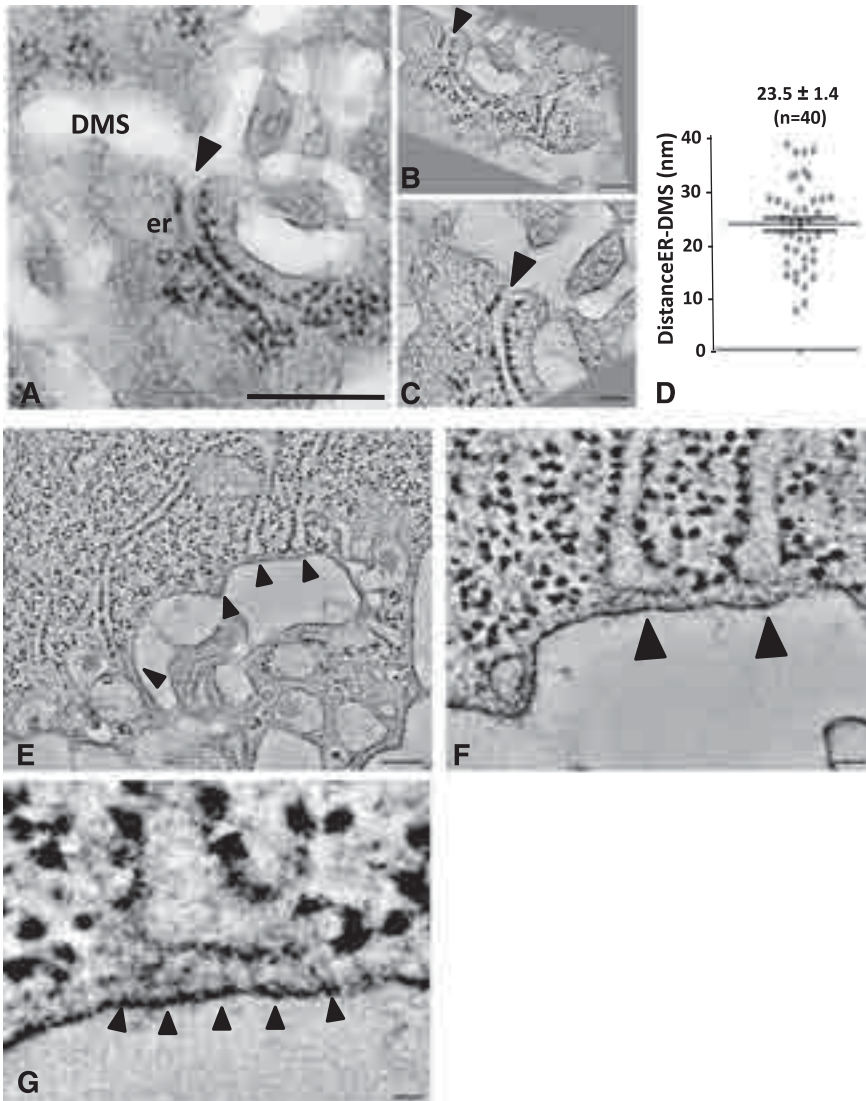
Dual axis electron tomography of ER-DMS contacts. (A) TEM image of a stage II MK showing a tubular ER cisterna extending toward the DMS. Bar, 500 nm. (B-C) Tomographic sections from a dual axis tomogram of the area in A. Note that the membranes of the DMS and ER are closely apposed but not in continuity (arrowheads). Bars, 100 nm. (D) Minimal distance in nm between the ER and DMS, as quantified from 40 contact sites in 6 tomograms. (E-G) Selected tomographic sections (~5 nm thick) of tubular ER cisternae (arrowheads) extending toward the DMS. Bar, 100 nm. (F-G) Selected Z-orientations from the tomogram revealing filamentous structures connecting ribosome-free ER domains with the DMS. Bars, 10 nm. er, endoplasmic reticulum.
